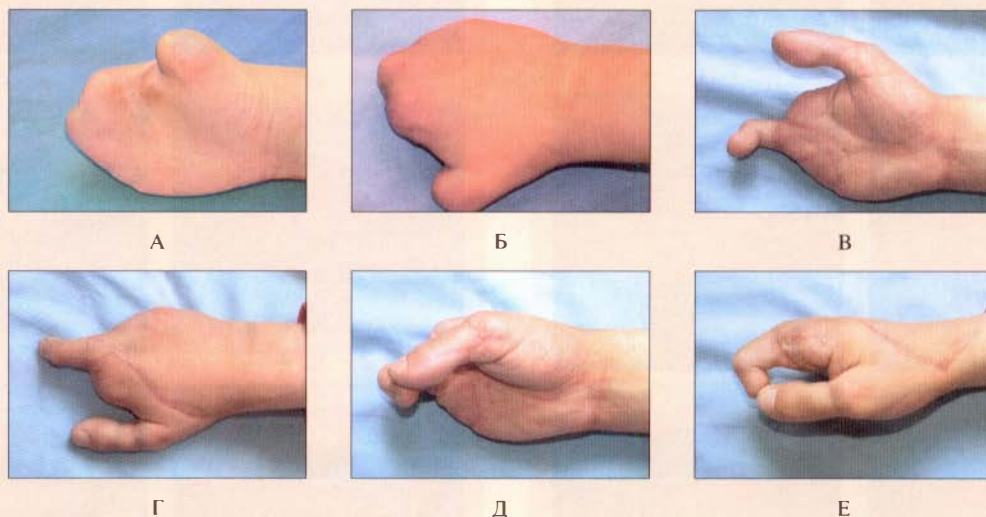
Частичное отчленение I пальца и трехфаланговых пальцев: А, Б — однопальная правая кисть, культя I—IV пальцев на уровне проксимальных фаланг; В, Г — вид правой кисти через 1 год 2 месяца после пересадки части I пальца правой стопы в позицию I пальца кисти, II пальца правой стопы в позицию II пальца кисти; Д — концевой схват кисти; Е — рентгенограмма кисти после пересадки пальцев
